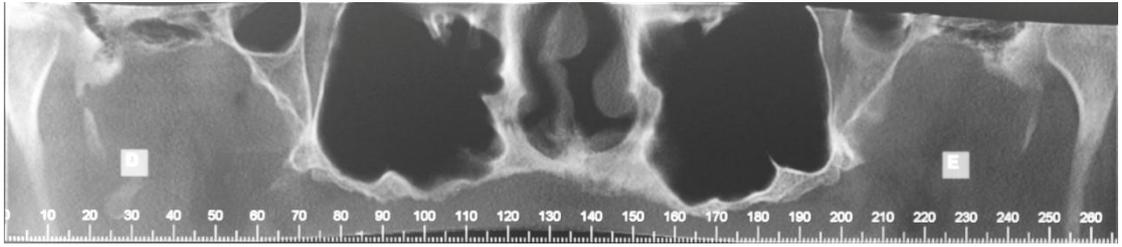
Tomografia panorâmica inicial.
